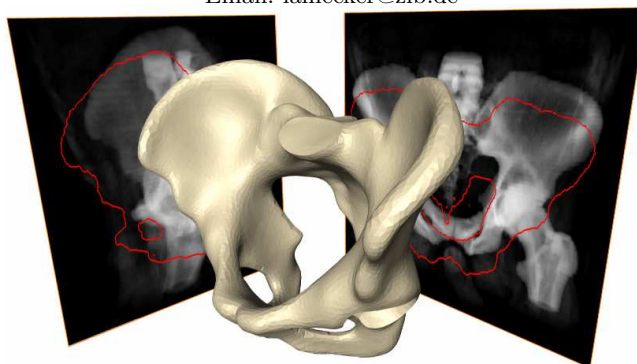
Registrierung eines 3D-Formmodells mit zwei Röntgenbildern.
